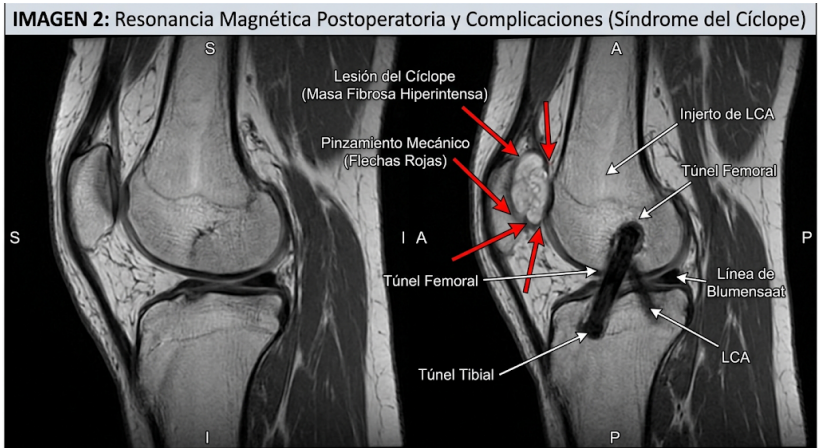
Resonancia Magnética Postoperatoria y Complicaciones
